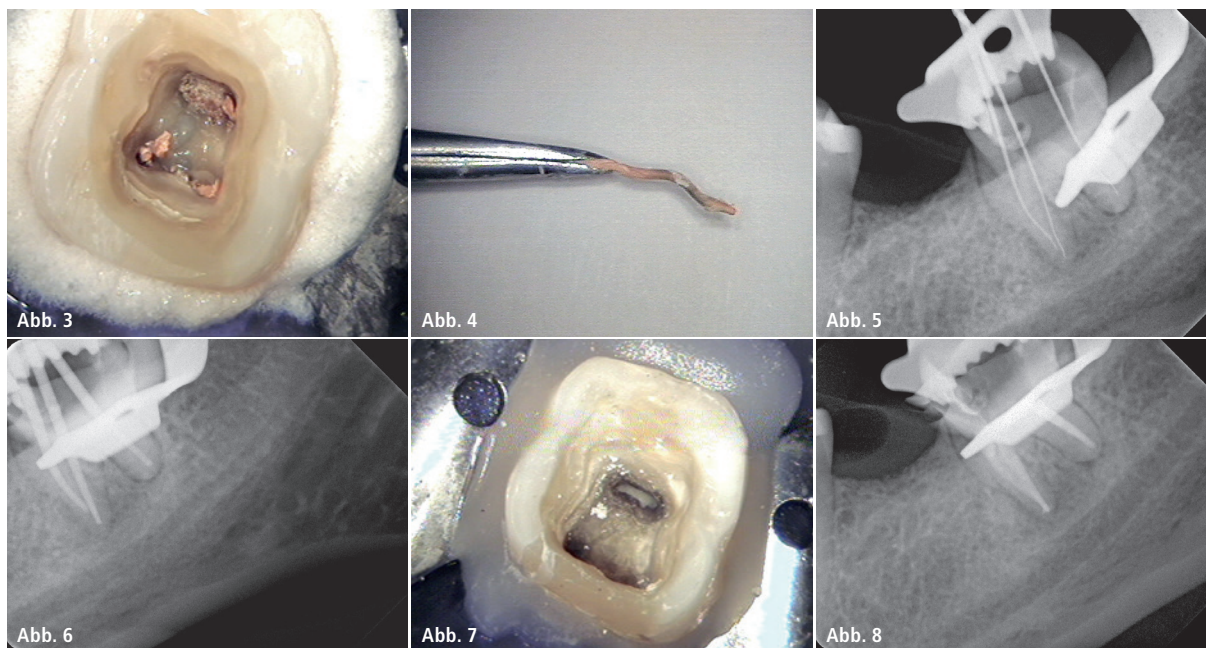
Trepanation präendodontischer Aufbau. – Abb. 4: Infizierte Guttapercha. – Abb. 5: Röntgenmessaufnahme. – Abb. 6: Masterpointeinprobe. – Abb. 7: MTA-Plug distal. – Abb. 8: Röntgenkontrolle WF.
